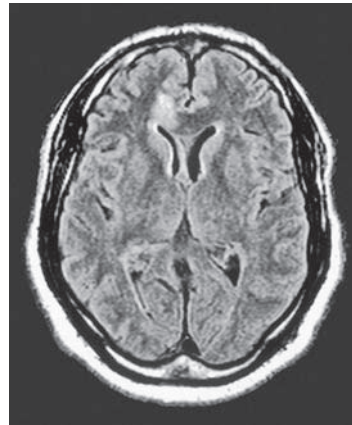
Esta imagen por resonancia magnética horizontal (secuencia de recuperación de inversión atenuada por el líquido cefalorraquídeo o secuencia FLAIR) mostró un infarto en la región del área motora suplementaria derecha. (Reproducida con autorización de Mendez y Clark, 2004).
